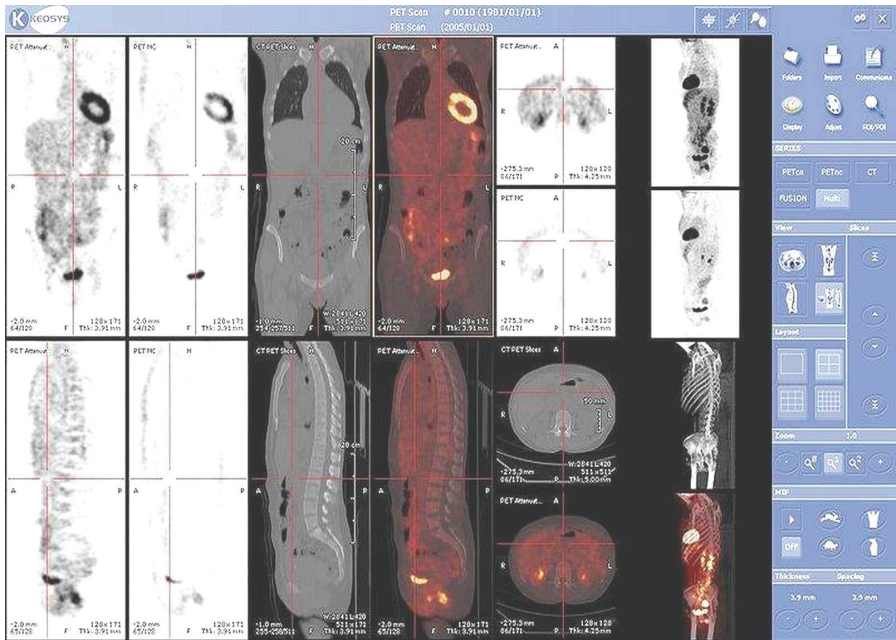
Томографічний знімок пацієнта
